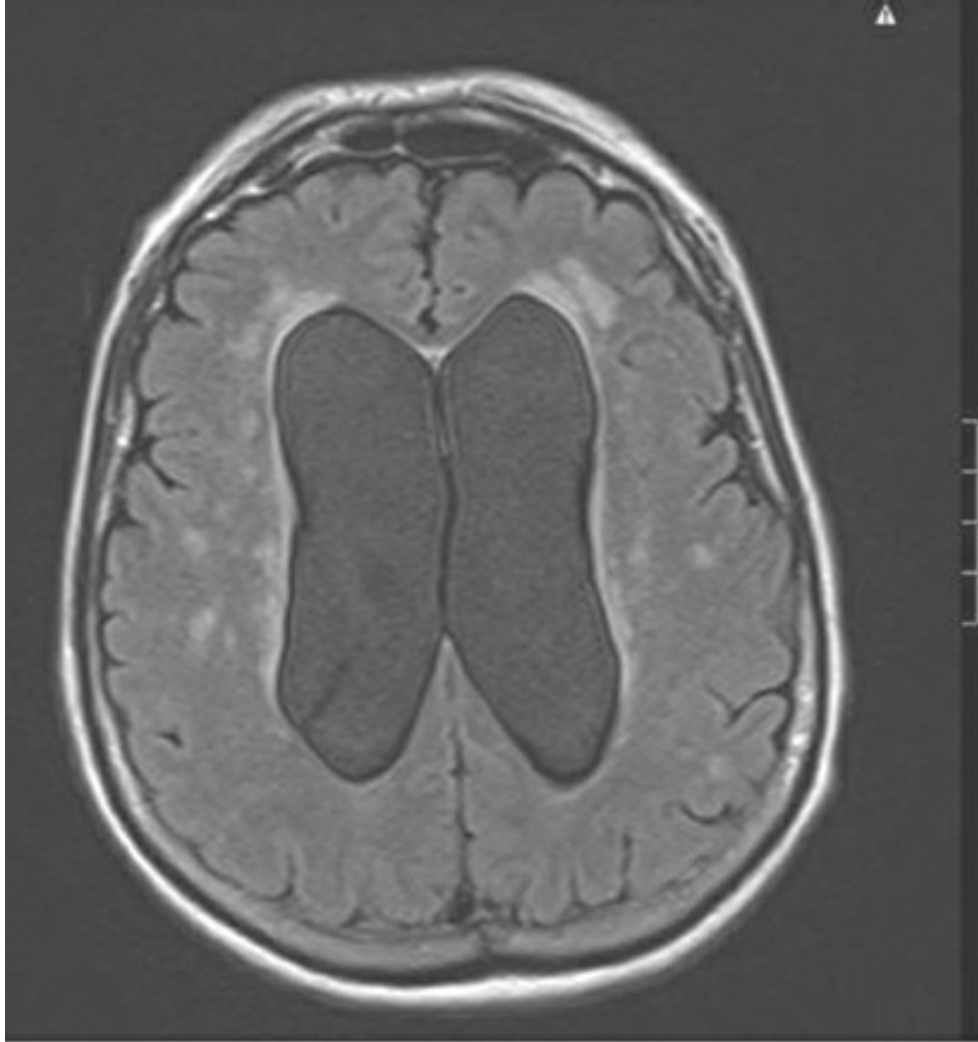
RMN axial en secuencia FLAIR.
